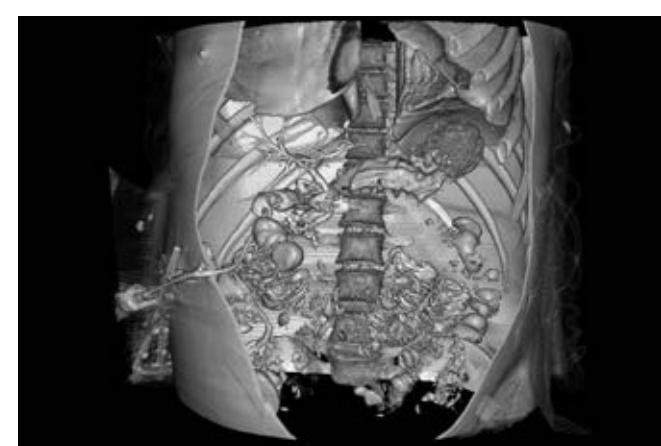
МСКТ органов брюшной полости, 3D-реконструкции
